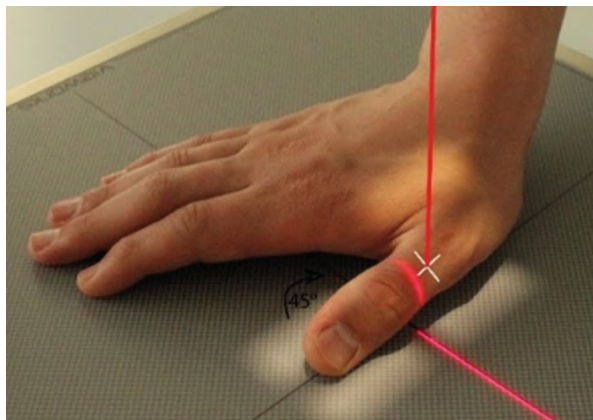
Рентгенография большого пальца. Передняя косая проекция
